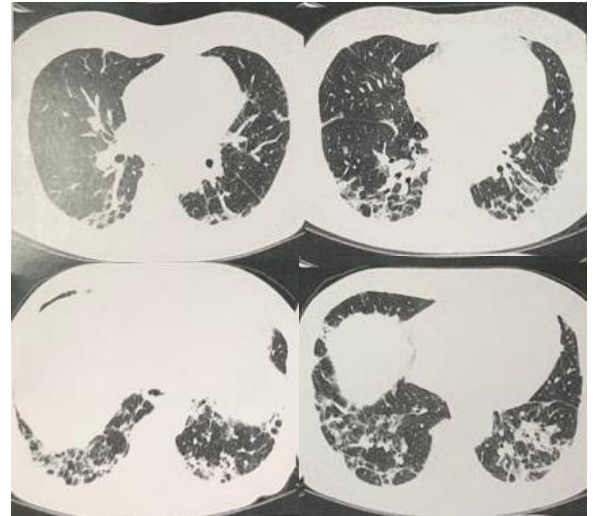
Tomografia de tórax da paciente, com padrão de vidro fosco na periferia e em lobos inferiores, espessamento dos septos interlobulares e atelectasias laminares.
